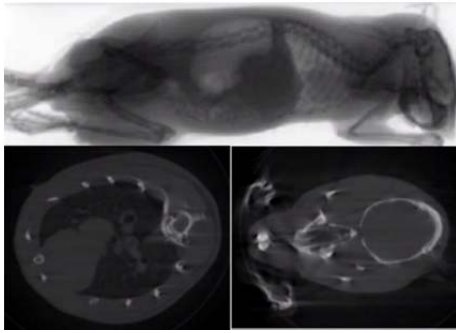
Ensayos preliminares *in-vivo* en animales pequeños con reconstrucción tomográfica de estructuras anatómicas internas (arriba) y cortes transversales en región de tórax (izquierda abajo) y cabeza (derecha abajo) en el equipamiento de  $\mu$ CT de LIIFAMIR<sup>X</sup>.
